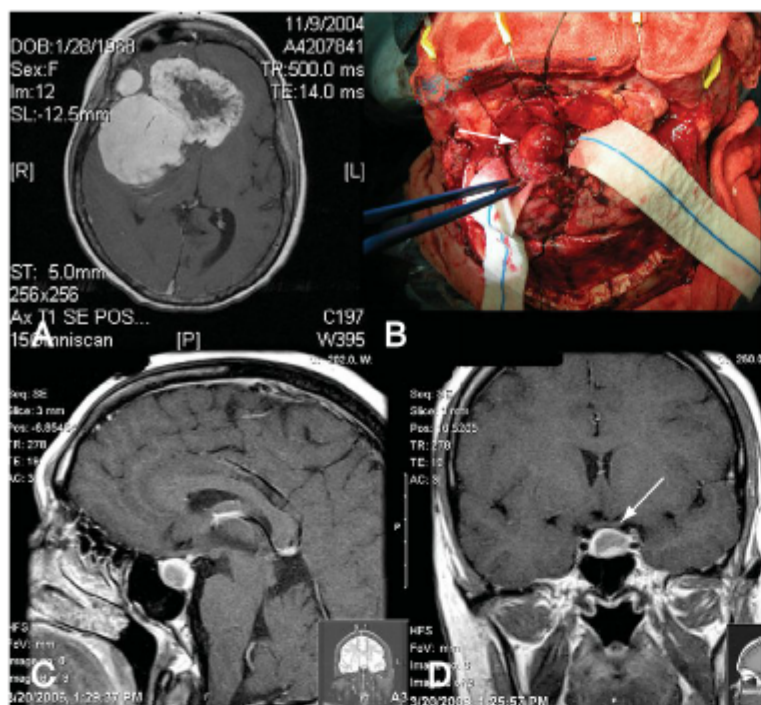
A, Um meningioma volumoso com captação homogênea de contraste pode ser observado neste exame de RM axial realçada por gadolínio. B, Uma imagem intraoperatória revelando a dissecação do meningioma (*seta*) dos giros circundantes. RMs sagital (C) e coronal (D) contrastadas com gadolínio de um paciente com um macroadenoma hipofisário revelando compressão do quiasma óptico (*seta*).
